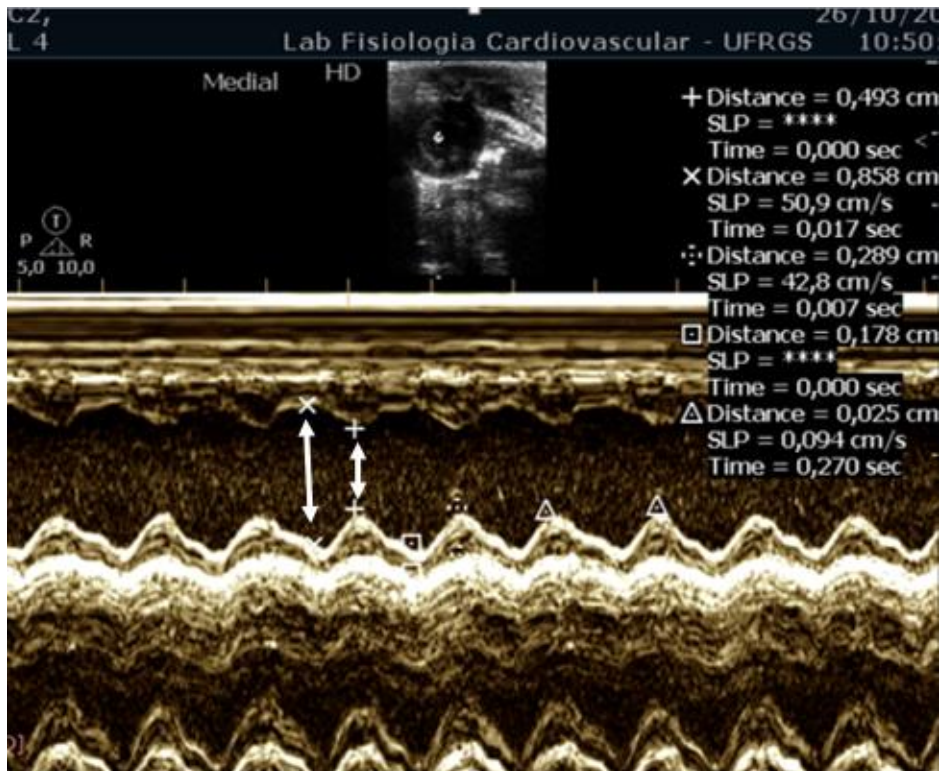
Ecocardiografia no modo M de Ratos Wistar não infartados realizado neste trabalho.
